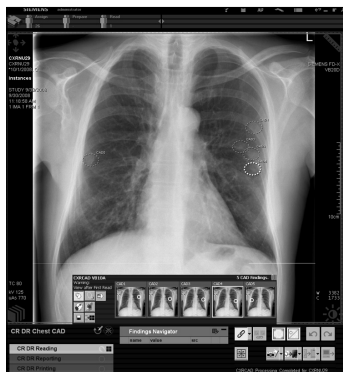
Рабочее окно системы CAD при анализе рентгенограммы легких
